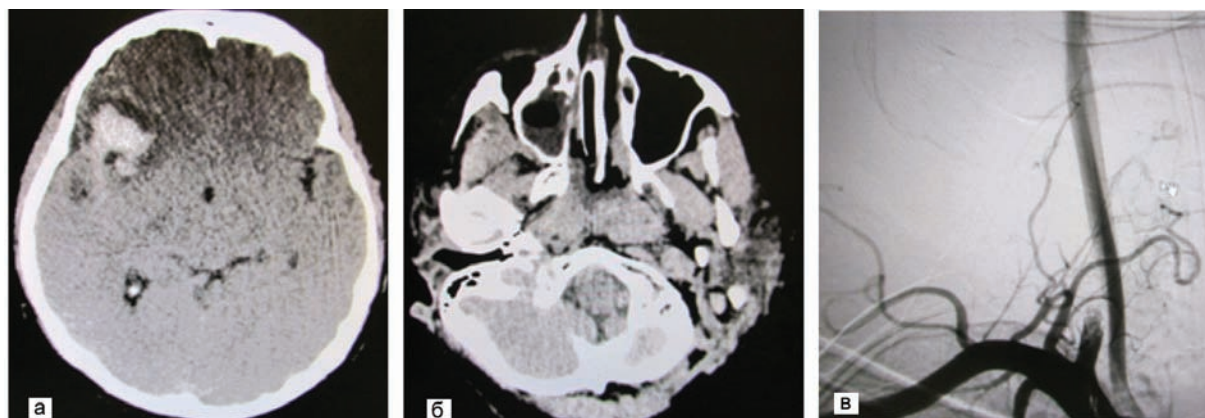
Спирально-компьютерная томография (СКТ) головы при поступлении:
